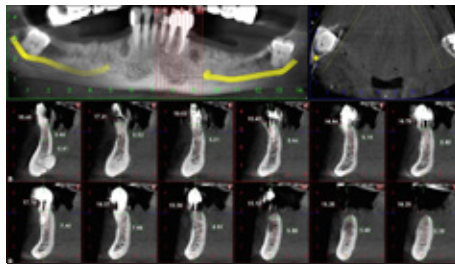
Tomografia mandibulară înainte de extracția dinților; toți dinții restanți prezintă carii radiculare profunde, circulare.
